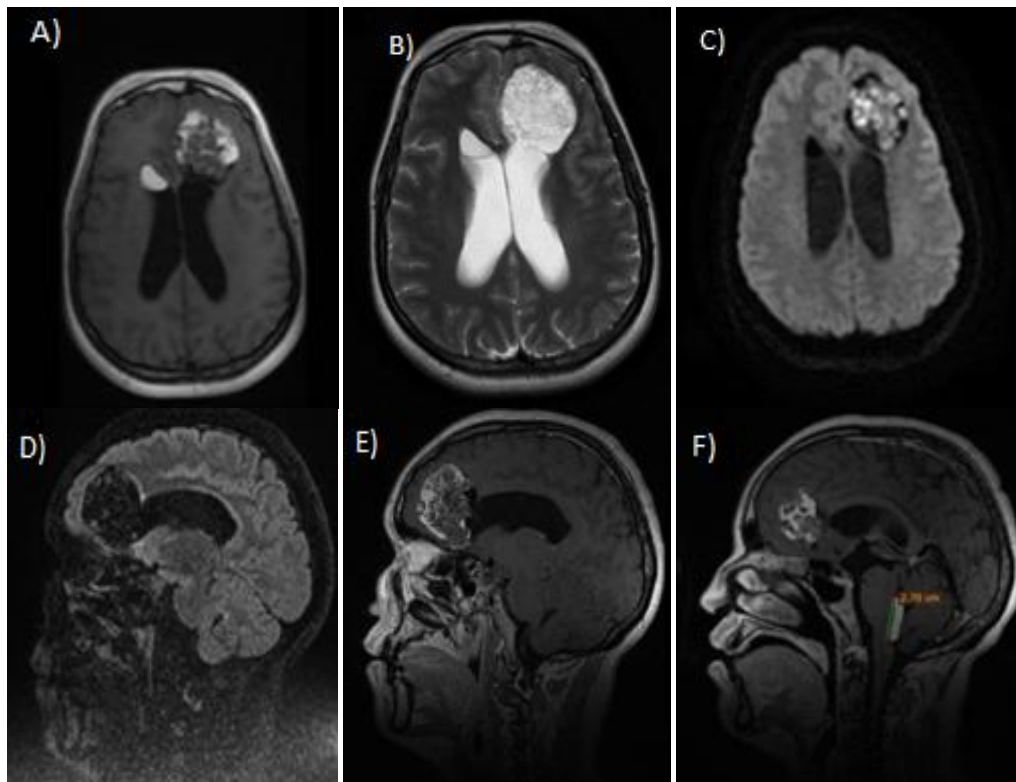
IRM cérébrale. Coupes axiales T1(A) ;T2(B) et Diffusion(C) , sagittales ; FLAIR (D) ; T1 après injection de Gadolinium(E) et sans injection de Gadolinium (F):lésion cérébrale, basi-frontale antérieure gauche, en hypersignal hétérogène T1, T2 ,T2 FLAIR non rehaussée après injection de Gadolinium et partiellement en hypersignal sur la séquence en b1000, entouré par un halo en hyposignal ,à paroi fine rehaussée faiblement après injection, rompu largement dans le ventricule latéral mise en évidence des gouttelettes lipidiques de signal graisseux dans la corne frontale du ventricule latéral controlatérale et au niveau du V4.
